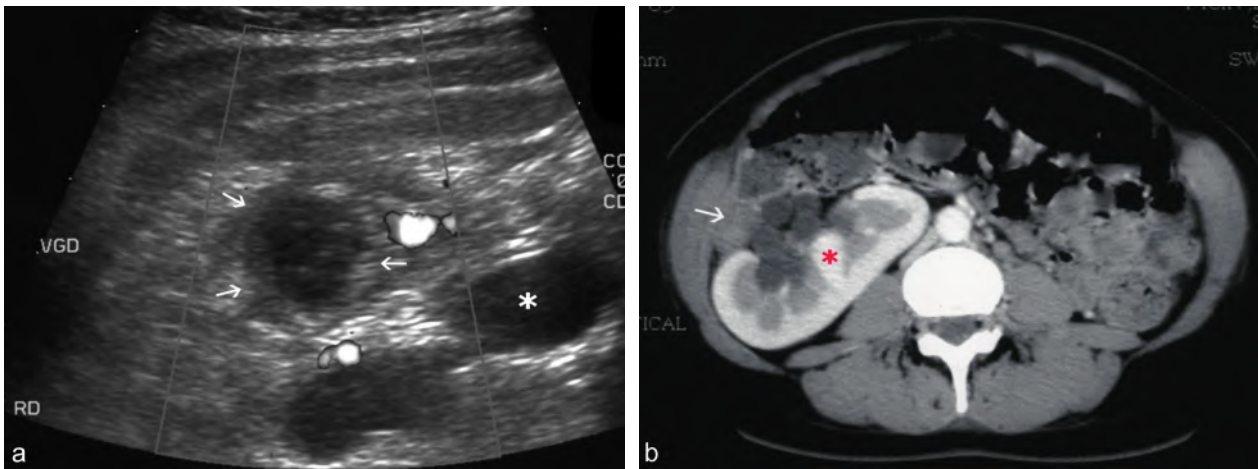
Thrombophlébite pelvienne du post-partum, bilan d'une pyélonéphrite en suites de couches. a. Échographie, région sous-hépatique : thrombose dans la veine ovarienne droite (→) avec silence Doppler, malposition rénale et dilatation pyélique (*) qui complique le diagnostic. b. Scanner, même dossier : veine ovarienne thrombosée (→), malposition rénale (*) avec une dilatation pyélique. Source : Y. Robert.
